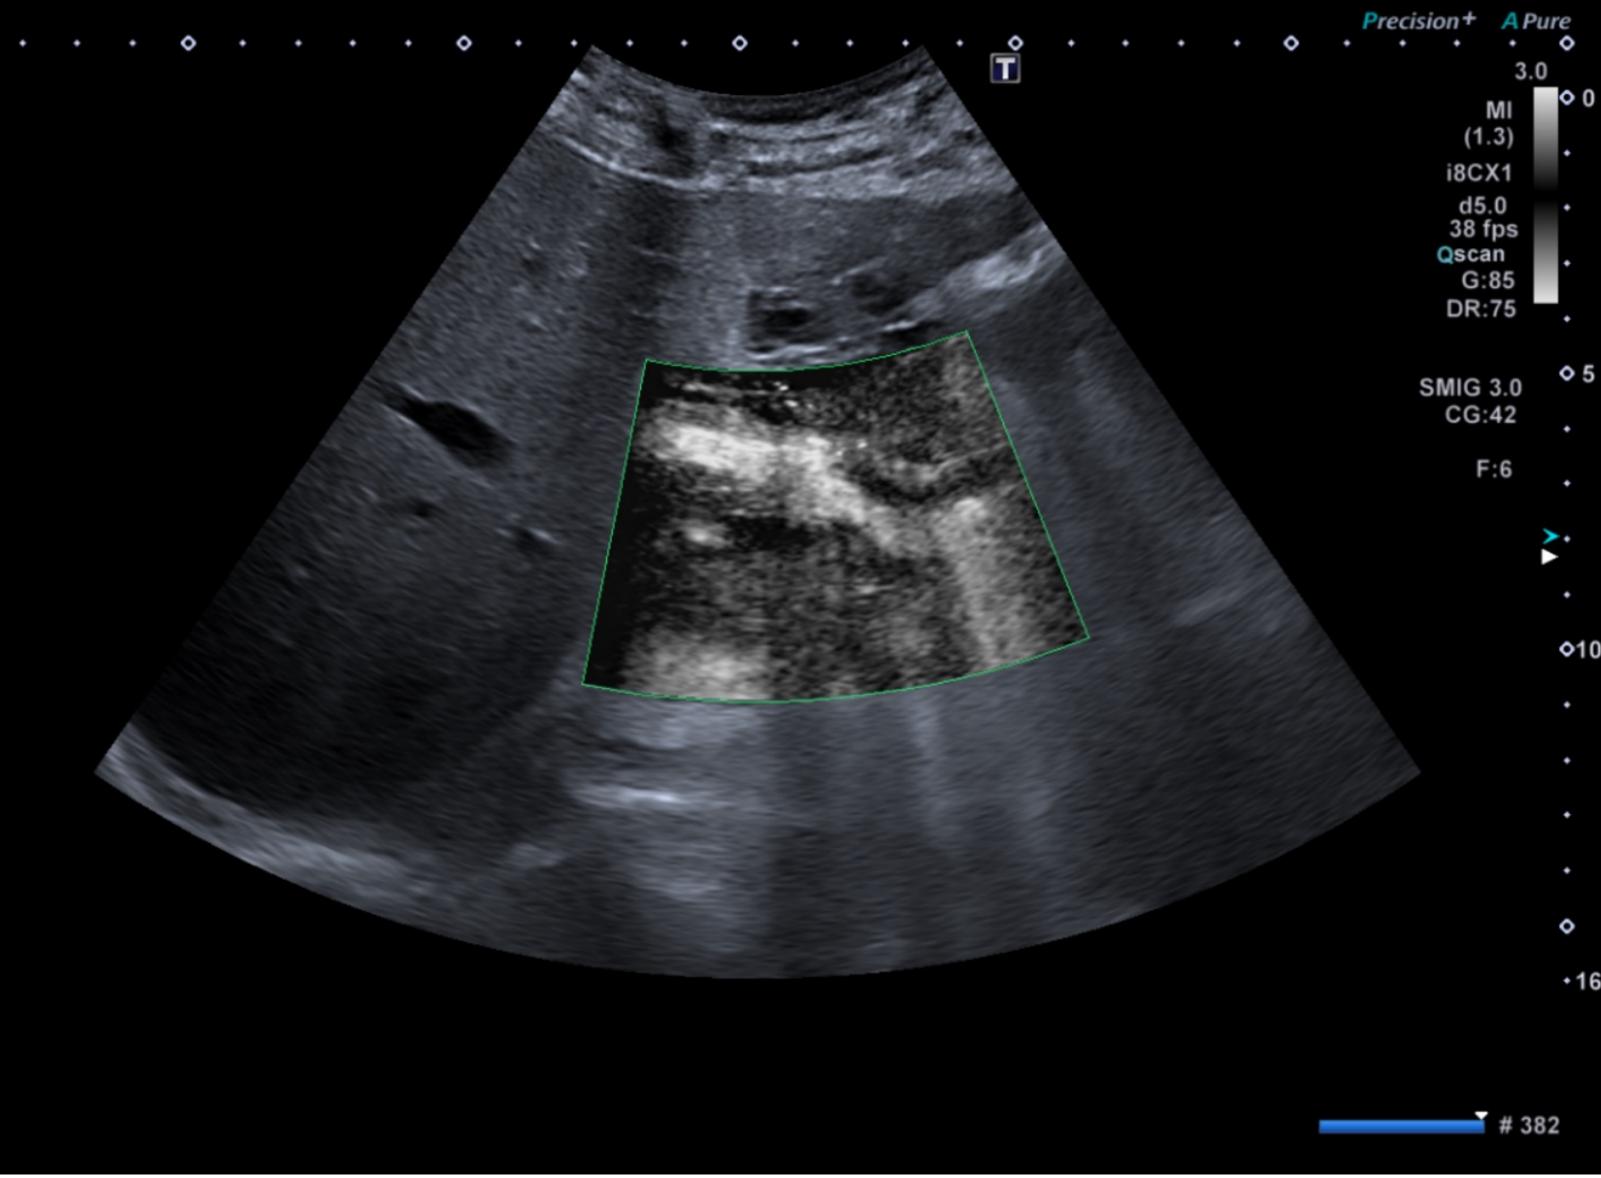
a) b) Mismo paciente que el de la figura 9, al que para confirmar la trombosis de la vena porta se administra contraste visualizándoce una <u>ausencia de repleción parcial de la vena esplénica</u> proximal y prácticamente completa de la vena porta principal y sus ramas. c)d) Se realiza TC donde podemos ver el <u>trombo acabalgado en el vena porta y esplénica proximal</u>
